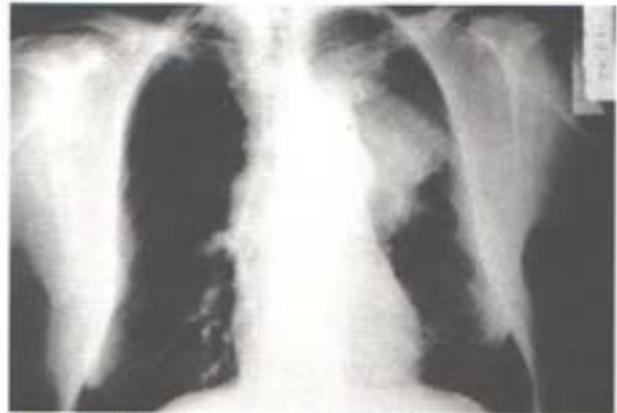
Radiografía anteroposterior torácica que muestra una masa pulmonar en LSI con adenopatías hiliares mediastínicas.
